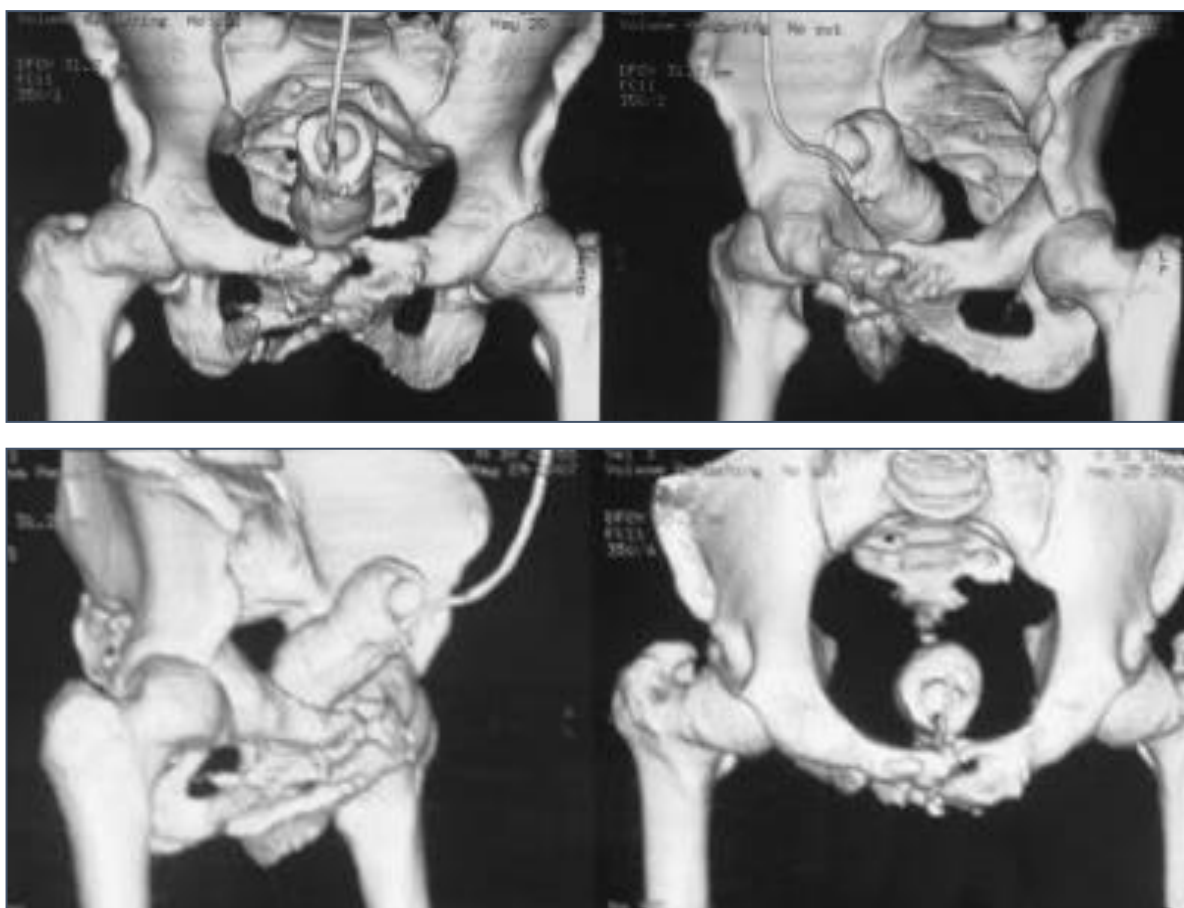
Результаты КТ исследования тазового кольца с контрастированием мочеполовой системы
